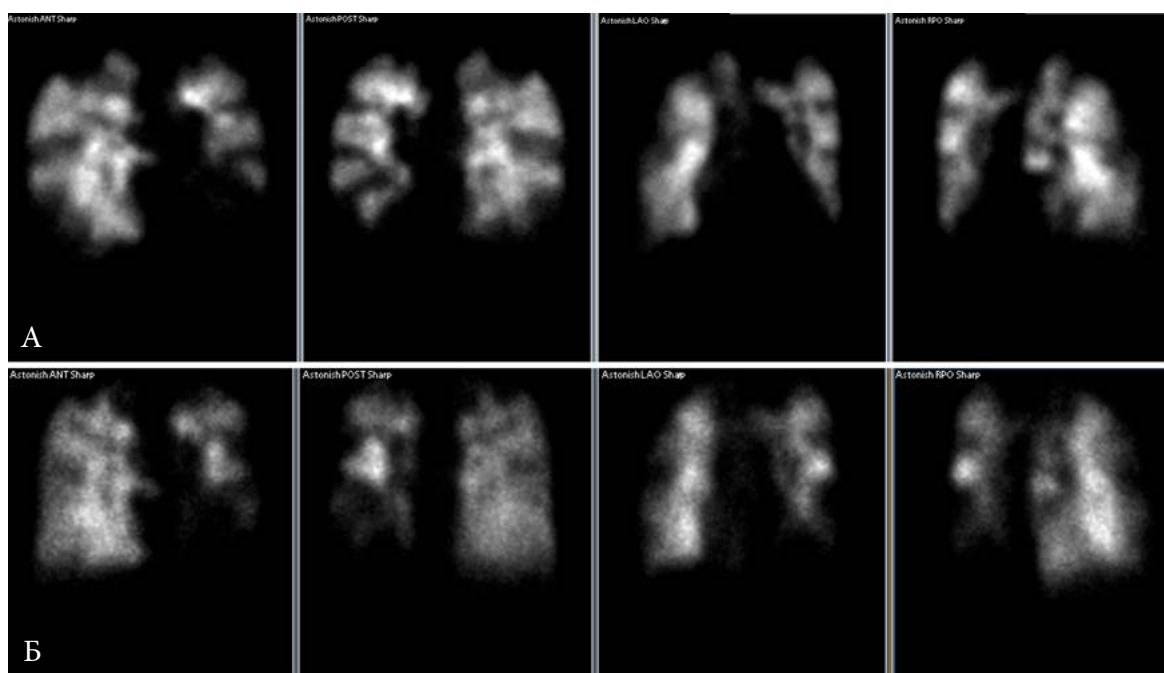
Сцинтиграфическая картина у пациентки 26 лет с тяжелой ХТЛГ при динамическом наблюдении. Первоначально был установлен диагноз ИЛГ, однако по данным сцинтиграфии легких (А, 2007
